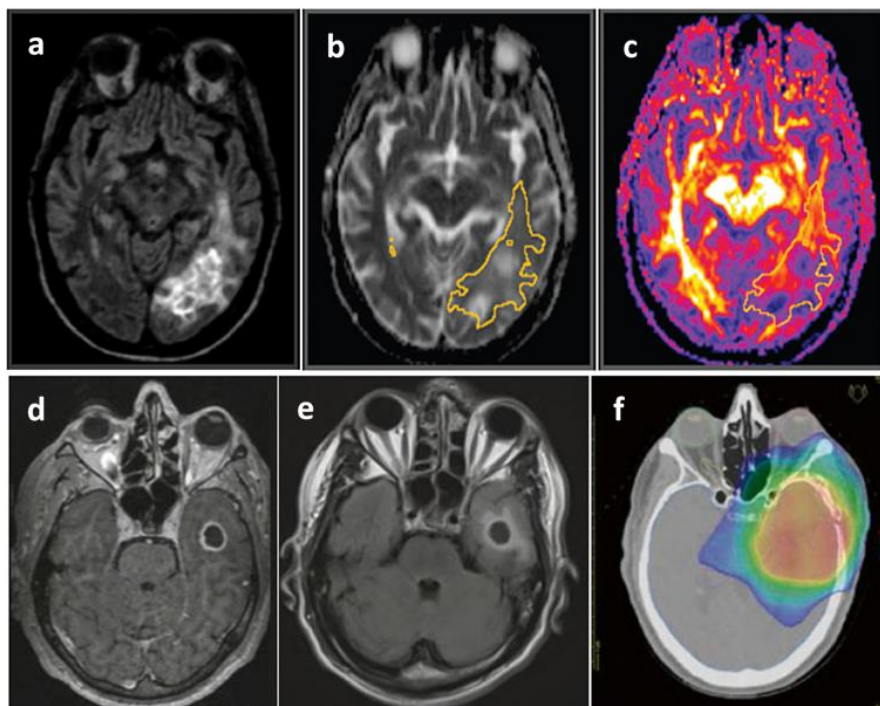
Première ligne, GBM du lobe pariéto-occipitale gauche. a) L'imagerie FLAIR pour délinéer les limites de la tumeur. b) Cartographie de la diffusivité moyenne MD. c) Cartographie de l'anisotropie FA. Cette étude montre que le changement de la MD de la tumeur après traitement par le Bevacizumab est associée à une diminution de la survie (Paldino and others 2012). Deuxième ligne: GBM du lobe temporelle gauche. d) Imagerie $T_{1W}\text{-Gd-DOTA}$. e) Imagerie FLAIR. f) Imagerie CT-SCAN ayant une distribution de dose par radiothérapie couvrant les limites de la tumeur délinéées grâce à l'imagerie FLAIR (Nieder 2015).
